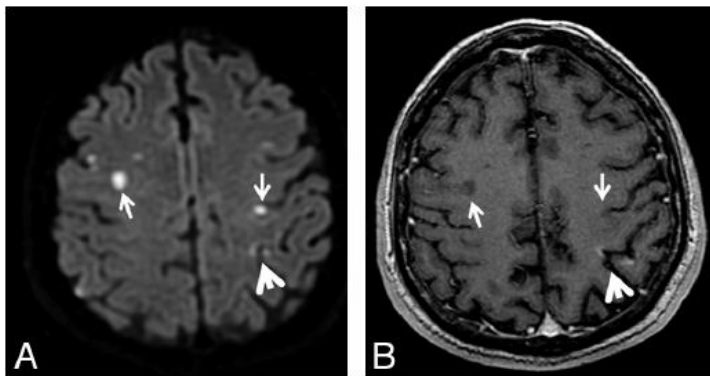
DWI (A) and postcontrast T1 (B) sequences show recent ischemic lesions of different ages in the same patient: acute ischemia (small white arrows) and subacute ischemia (large white arrows).
